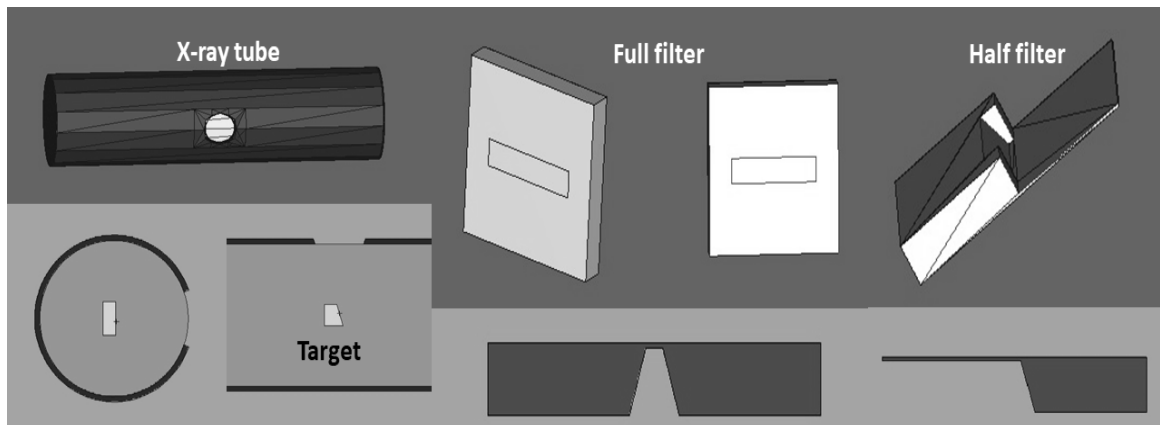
Structure of kV-CBCT tube in MCNPX.
